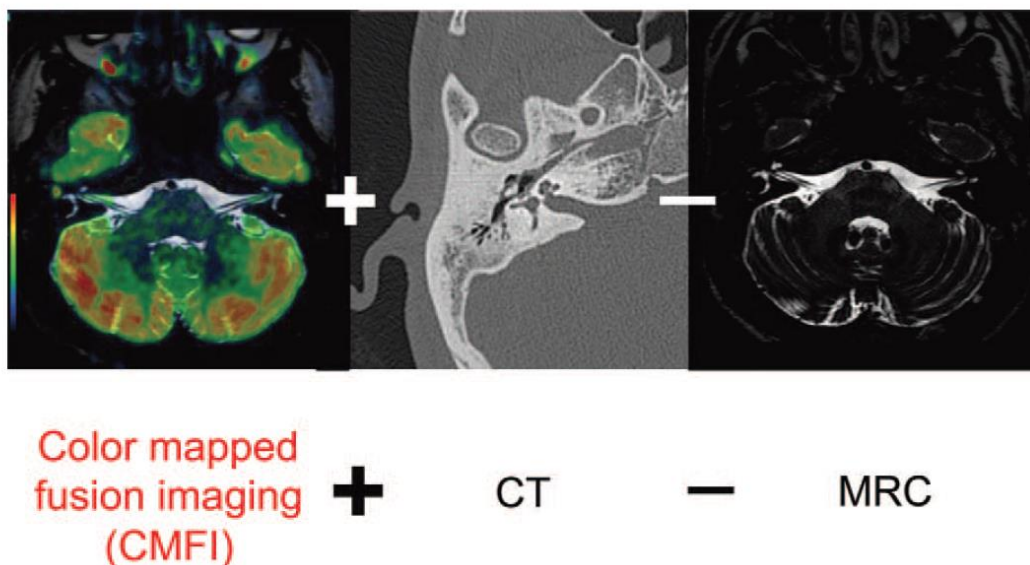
Método de fusión de imágenes de DW con TC, existe un paso intermedio en el que la secuencia DW está fusionada con la secuencia cisternográfica, proporcionando marcas anatómicas que permiten un adecuado correregistro con TC, posteriormente la secuencia cisternográfica se elimina de la suma. Referencia: Watanabe et al. *The Efficacy of Color-Mapped Diffusion-Weighted Images Combined With CT in the Diagnosis and Treatment of Cholesteatoma Using Transcanal Endoscopic Ear Surgery. Otolaryngology & Neurology.* 2015;(36): p. 663–1668.
